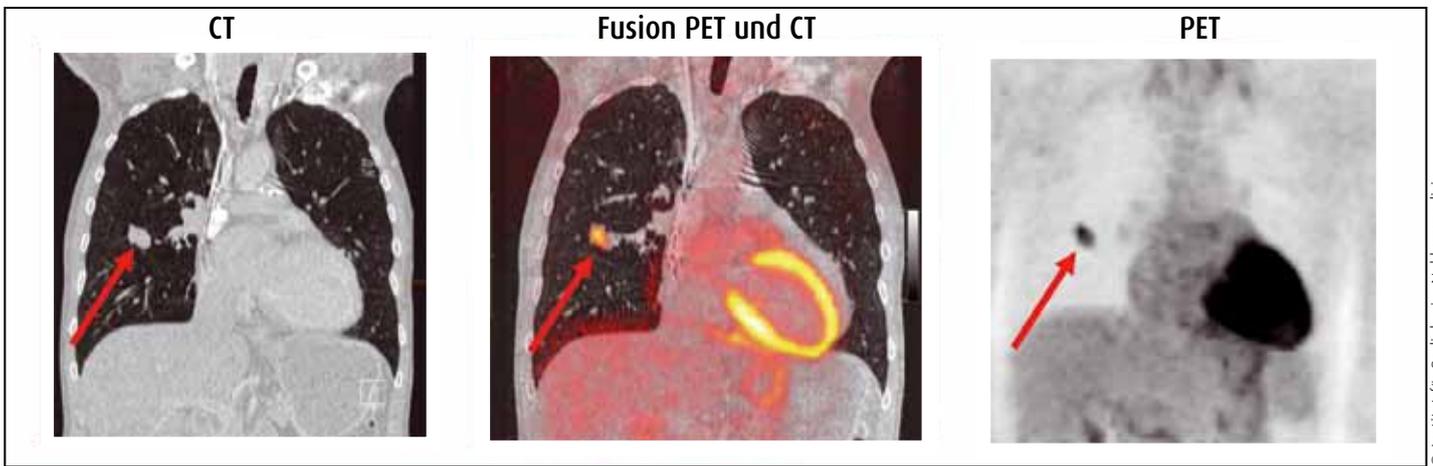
Bei diesem Patienten wurde vor einer Herzoperation eine CT durchgeführt. Es fand sich dabei ein Rundherd im rechten Lungenflügel. Mit der PET und bei der Verschmelzung beider Untersuchungen zeigte sich, dass dieser Rundherd einen deutlich gesteigerten Zuckerstoffwechsel aufwies und als bösartig einzustufen war.
